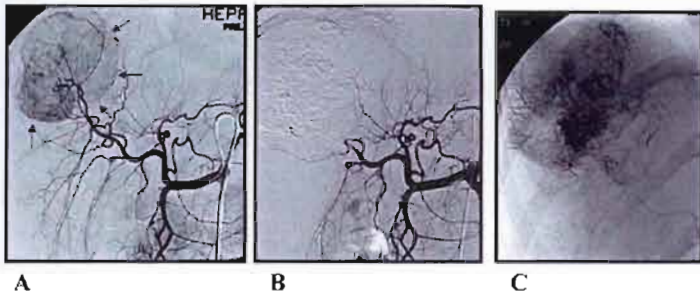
Quimioembolización de metástasis hepática de tumor carcinoide. A- La angiografía hepática: muestra tumor carcinoide (flechas). B- Control post quimioembolización: demuestra una devascularización tumoral y la permeabilidad de las arterias al hígado sano y a territorios extrahepáticos. C- Radiografía simple: muestra el tumor y los vasos arteriales y portales con contacto tumoral, bien impregnados con la mezcla antiblástica.
